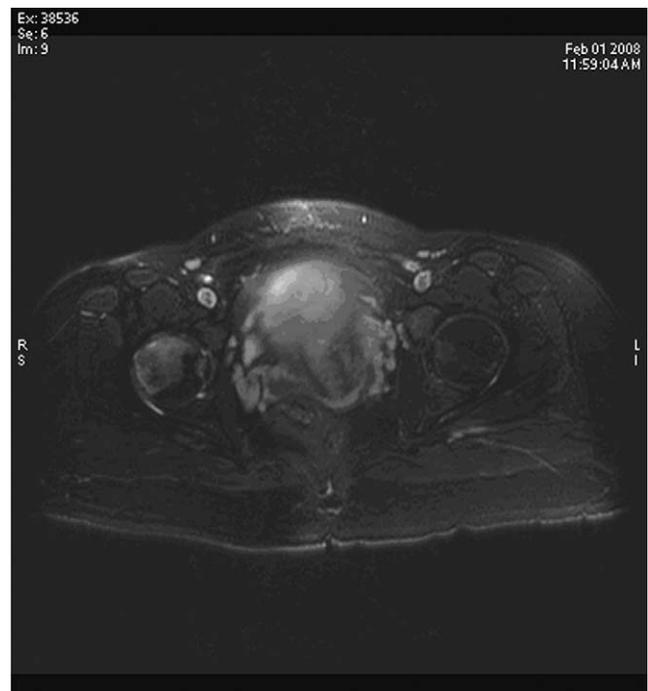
Resonancia magnética de cadera izquierda (T1). Hipointensidad en la cabeza femoral izquierda. La imagen muestra edema en la médula ósea con cortical conservada.
